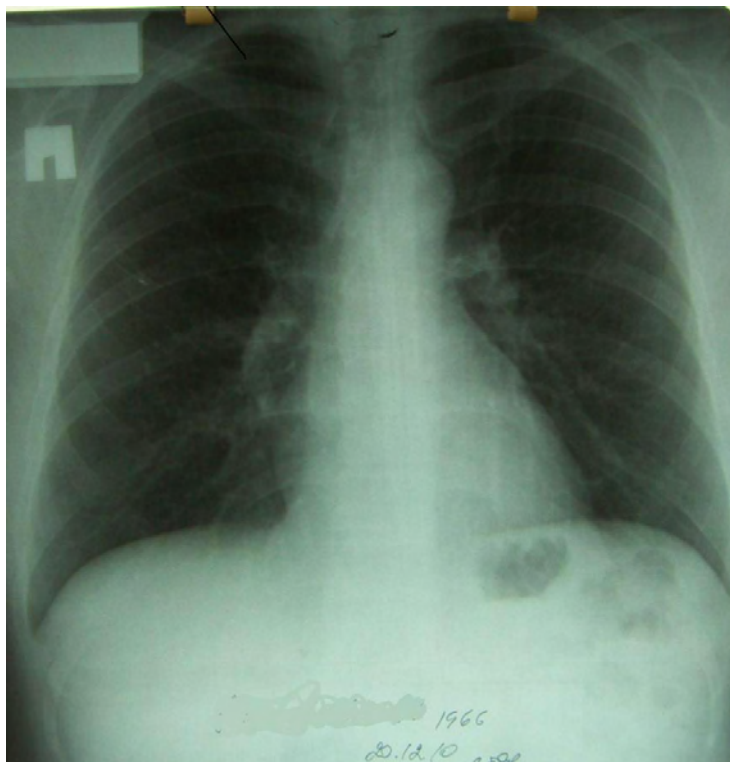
Прямая обзорная рентгенограмма органов грудной клетки больной М. через 9 лет наблюдения без лечения. Ремиссия
